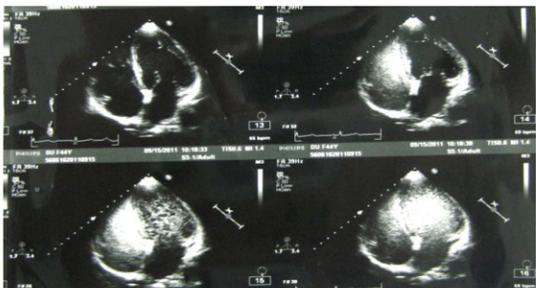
超声及右心声学造影:提示存在肺内动静脉分流
